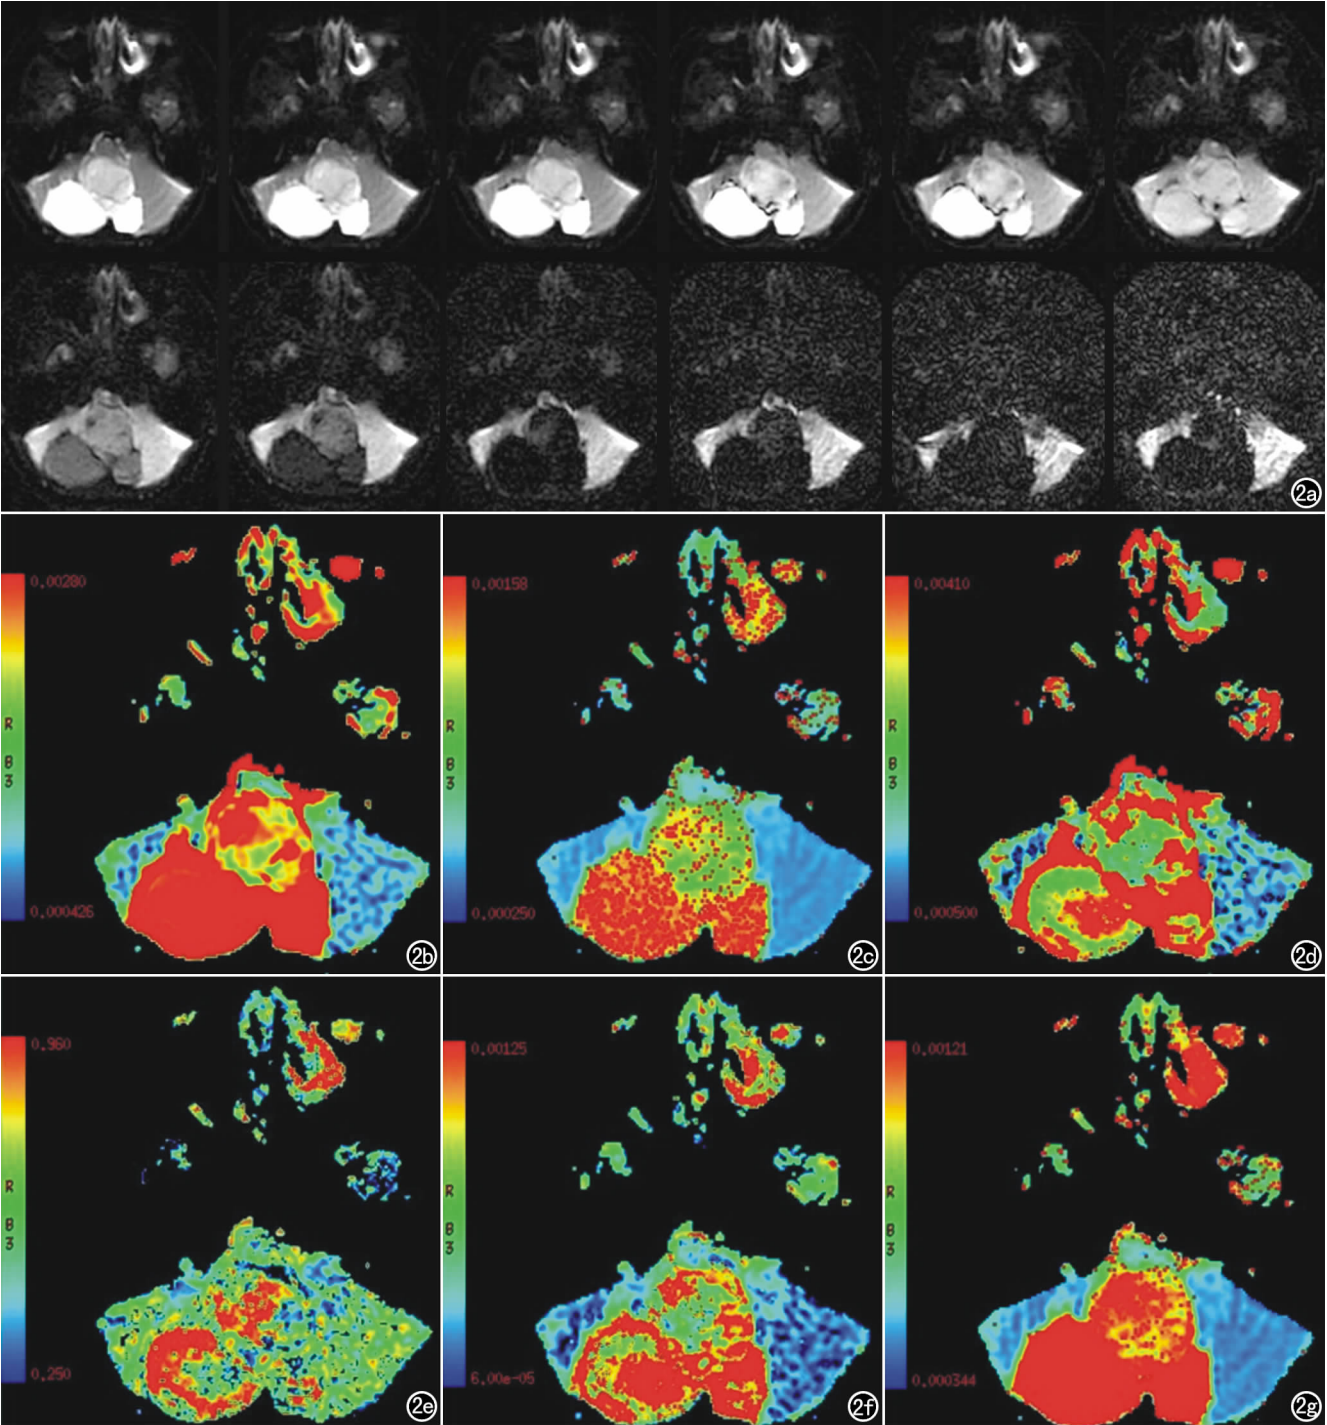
女,4 岁,小脑毛细细胞型星形细胞瘤。a) DWI 示随着 b 值逐渐增大,肿瘤实性部分信号越来越低; b) ADC_{low} 对应伪彩图; c) ADC_{high} 对应伪彩图; d) $ADC_{standard}$ 对应伪彩图; e) ADC_{fast} 对应伪彩图; f) ADC_{slow} 对应伪彩图; g) ADC_{fast} 所占比例对应伪彩图。
